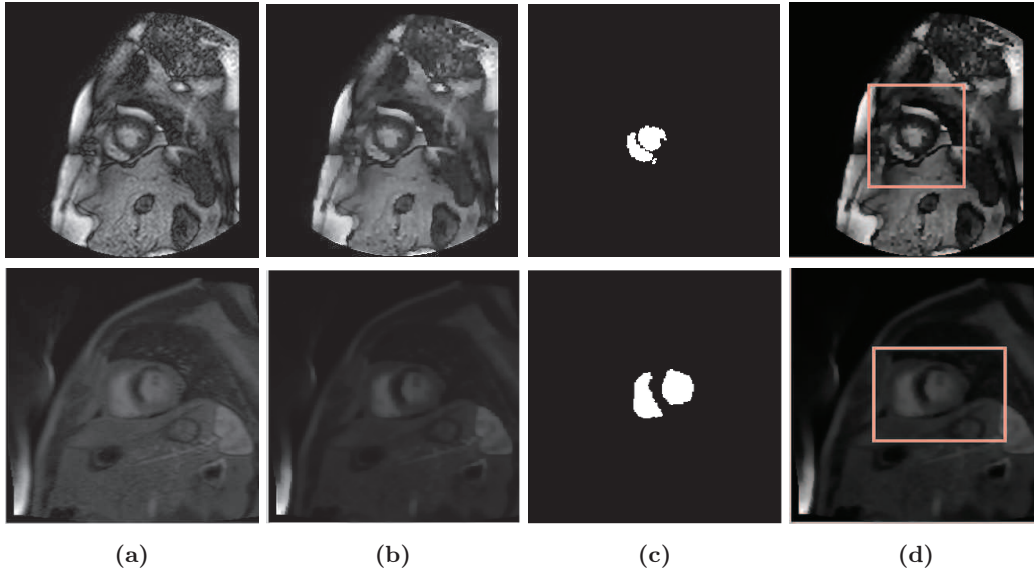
Sorties des différentes étapes de la méthode de sélection de ROI cardiaque proposée, appliquée à deux examens IRM-p ($d = 40$ images, incidence petit-axe, niveau apical (*en haut*) et niveau médian (*en bas*)). (a) Image #29/40. (b) Etape de pré-traitement : image filtrée. (c) Etape de segmentation : carte de segmentation \mathcal{R}_I . (d) Etape de post-traitement : ROI cardiaque.
